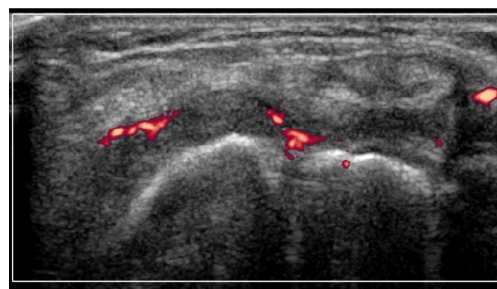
超声组患者治疗前滑膜增厚及骨质破坏血流信号分布 I 级图
